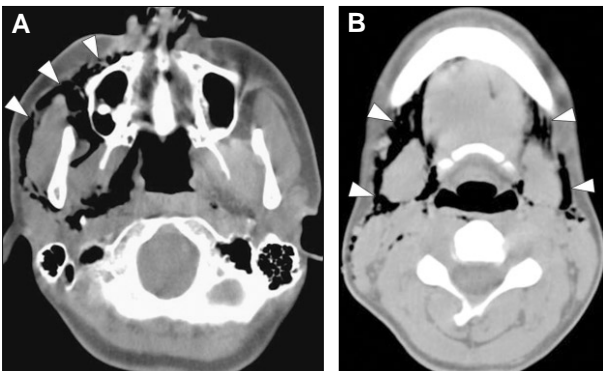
Neck CT shows diffuse subcutaneous emphysema (arrowheads) in the right facial area A and both neck area B.
